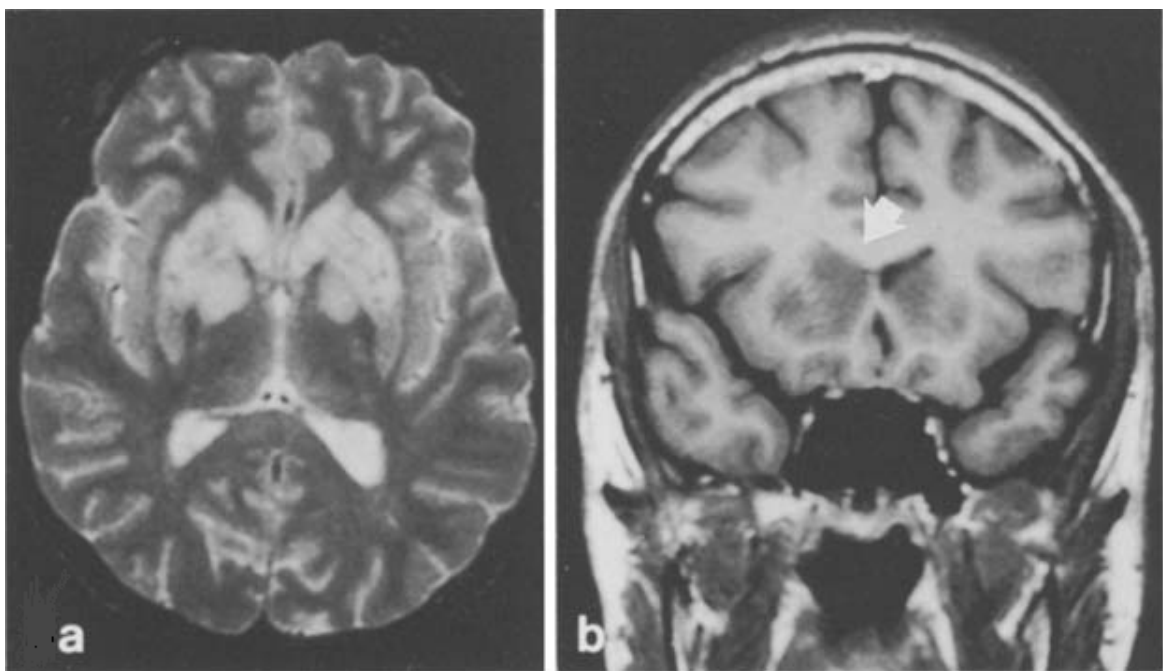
IRM cérébrale en coupes axiales et coronale.
